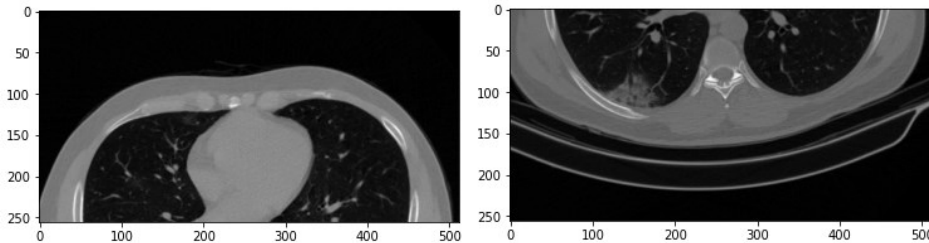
Tomografia repartida em duas metades – Fonte Própria
